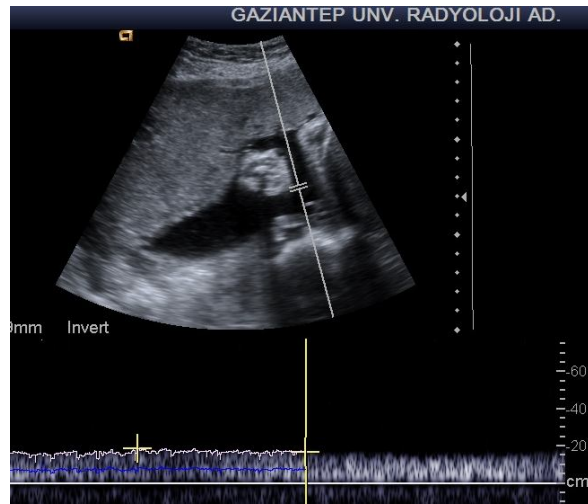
Umbilikal arterden yapılan Doppler ölçümü
